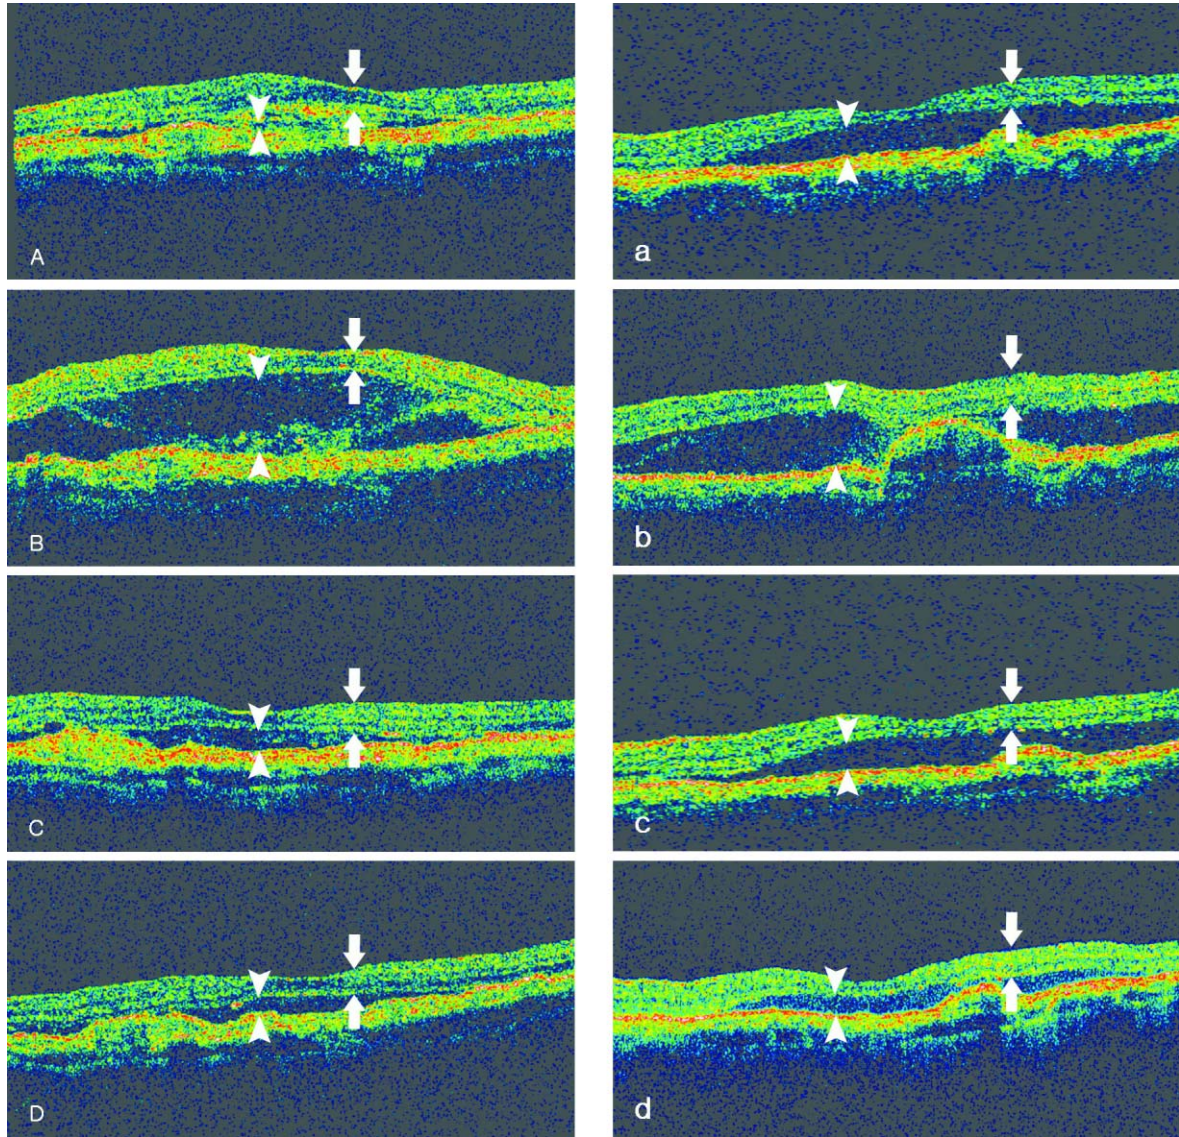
Optical coherence tomography (OCT) before and after photodynamic therapy (PDT) in a 74-year-old patient (A, B, C, D) and a 71-year-old patient (a, b, c, d).
